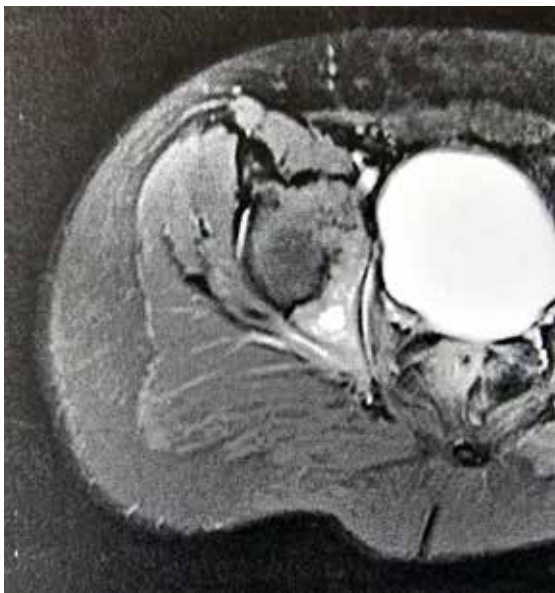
Magnetic resonance imaging in the axial plane, post-contrast, showing a delineated intraosseous lesion with bone marrow edema and periosteal reaction.
